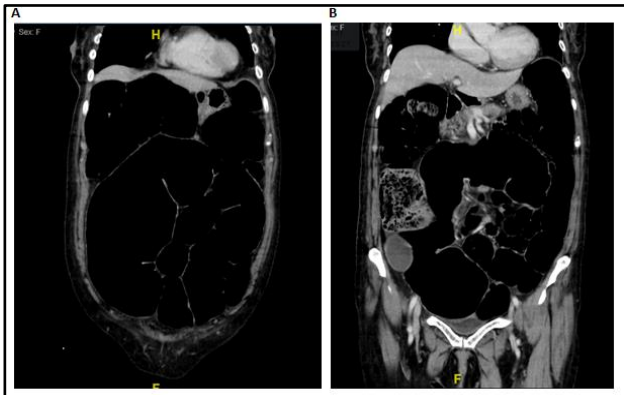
Dos imágenes extraídas de tomografía computarizada de abdomen y pelvis de la paciente en corte coronal. Ambas muestran dilatación importante de las asas intestinales en mayor detalle, con abundante aire dentro de ellas y descartan la causa mecánica de obstrucción intestinal.
